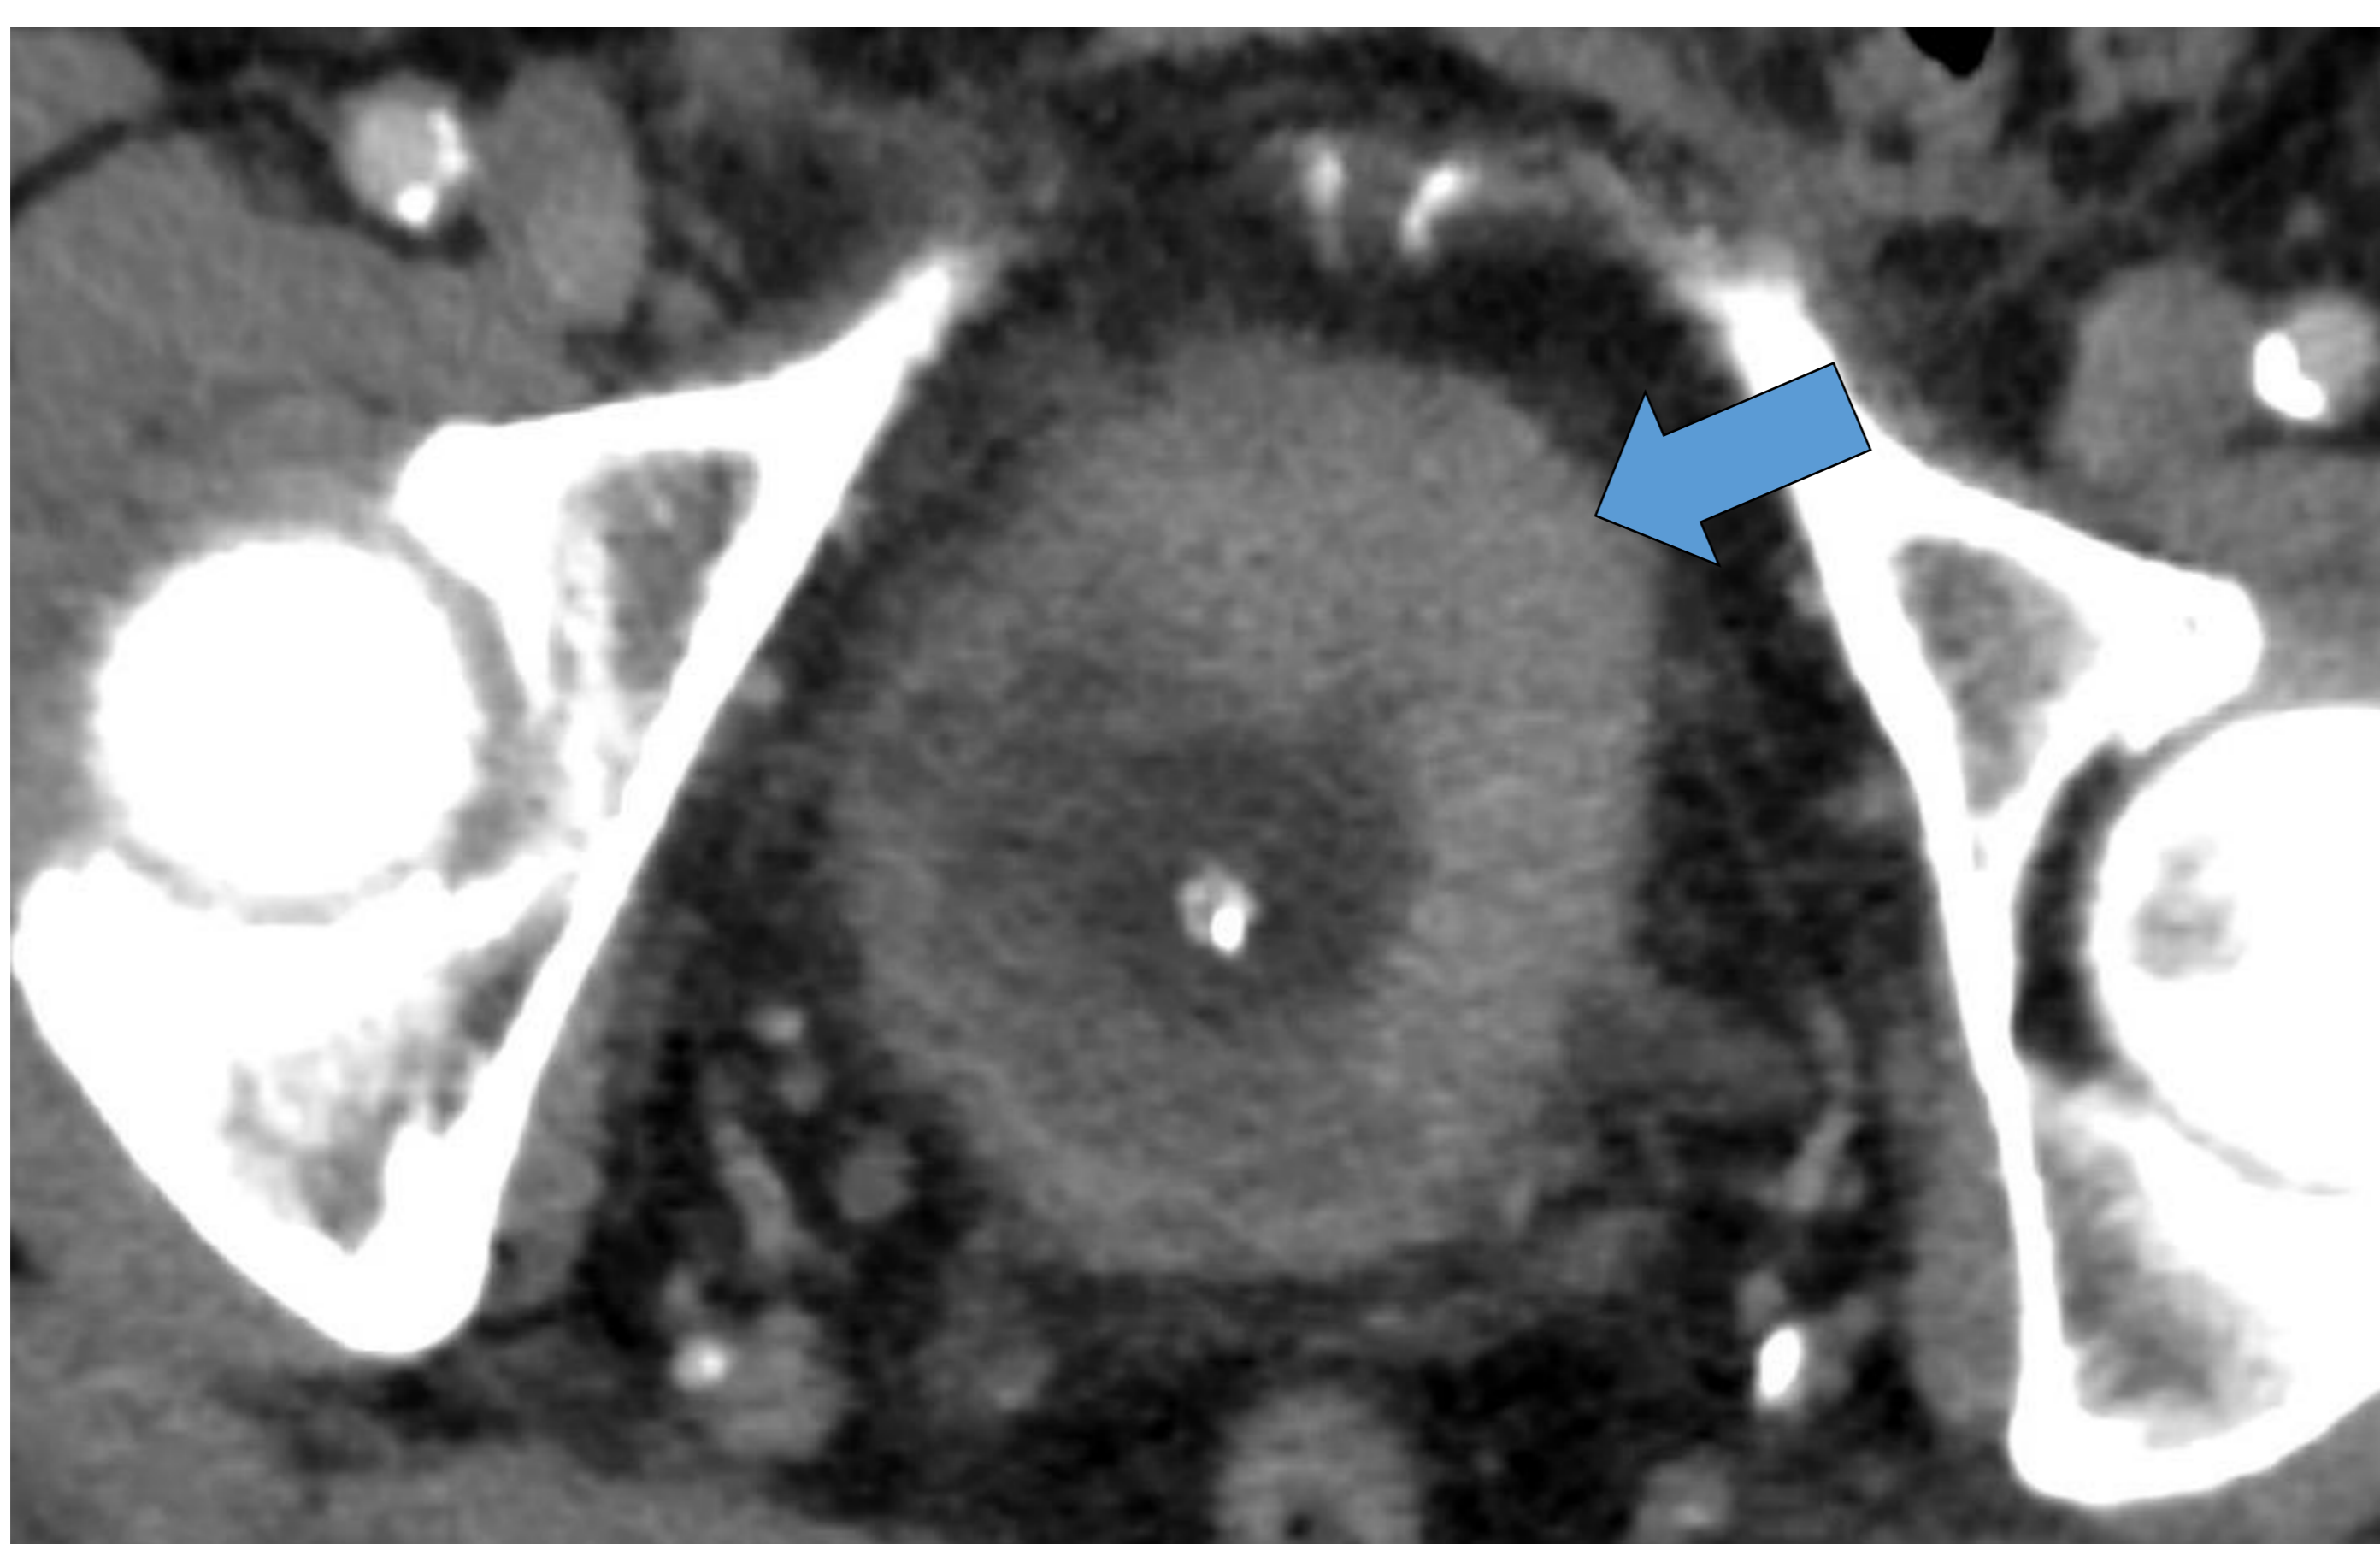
Neoplasia de vejiga. TC de abdomen axial tras administrar contraste intravenoso (fase venosa). Marcado engrosamiento de la pared vesical, de predominio izquierdo y anteroinferior (flecha), en relación con neoplasia vesical.
